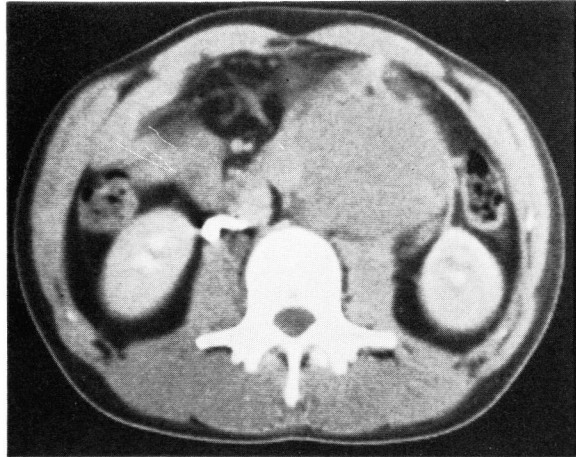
CT of case No. 3 before treatment. See a massive tumor in retroperitoneum.
